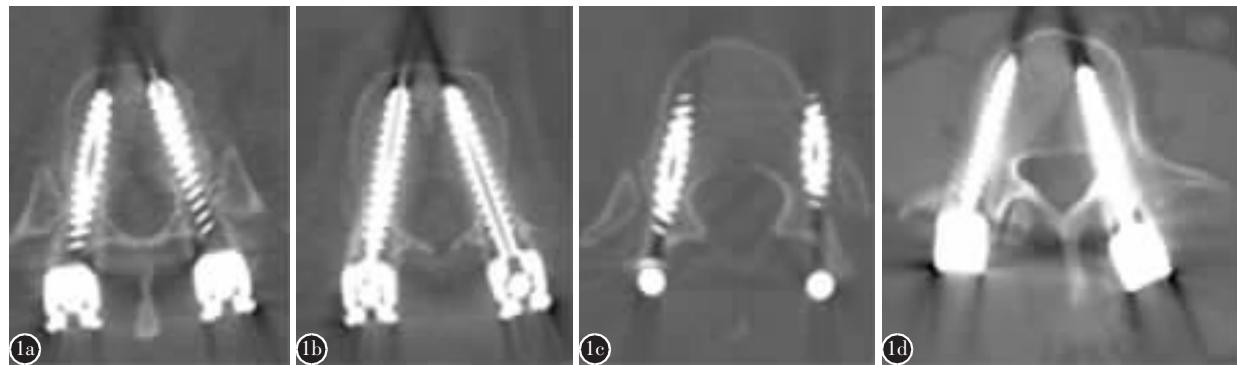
CT轴位片上胸腰椎经皮椎弓根螺钉置钉位置分级 a 0级:T10双侧椎弓根螺钉完全位于椎弓根内 b 1级:T11双侧螺钉切出椎弓根内缘<2mm c 2级:T12左侧螺钉切出椎弓根及椎体外缘>2mm,但患者无不适症状 d 3级:L4左侧螺钉切出椎弓根内缘并引起患者左侧腰臀痛,行翻修术纠正螺钉位置后症状完全缓解
